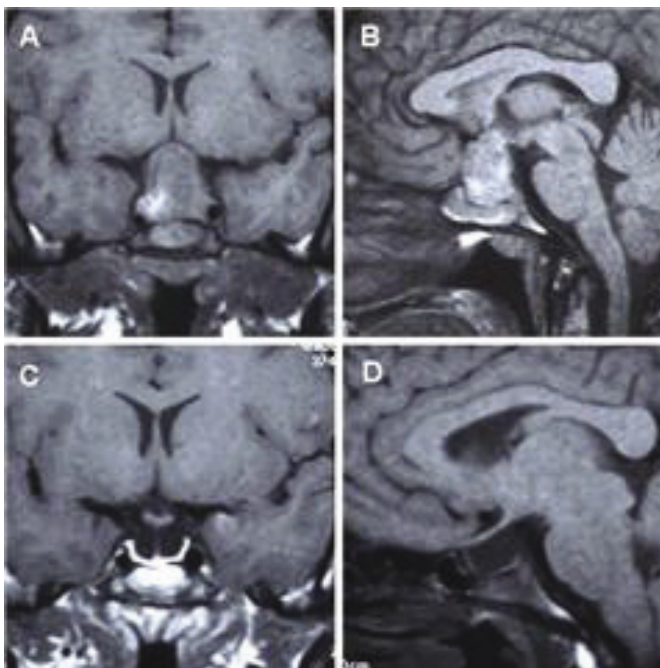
Paciente mujer, acromegálica, con macroadenoma grado A. A y B, RM preoperatoria. C y D, RM postoperatoria.
